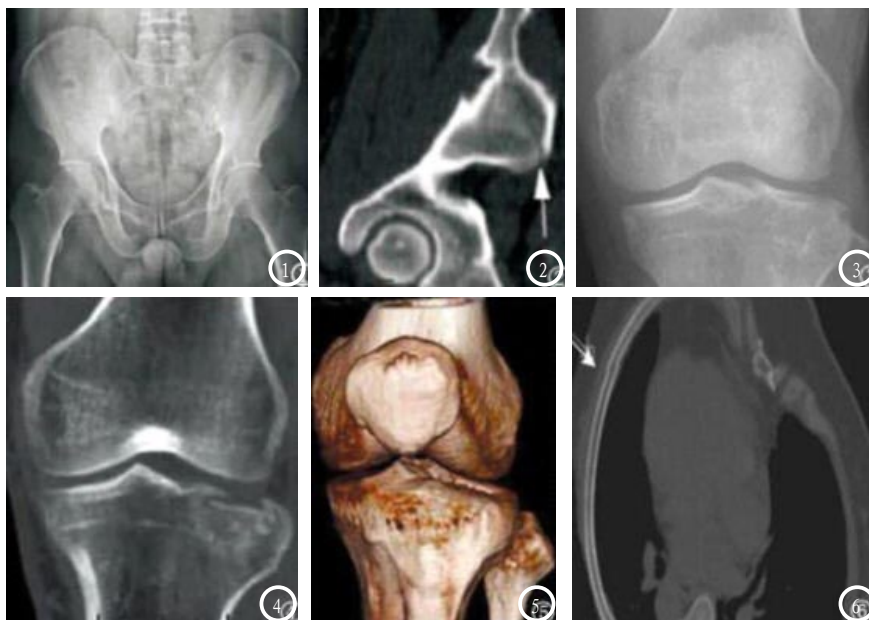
患者男, 41岁。图1 骨盆X平片未见骨折。图2 MPR矢状面图像清晰显示骨折线(白箭), 诊断为右髂骨线性骨折; 图3-5: 患者女, 36岁, 图3 X线平片左膝关节未见异常。图4 MIP图像立体显示左侧胫骨平台局部塌陷, 层次感强。图5 VRT图像显示左侧胫骨平台局部塌陷, 立体感强; 图6 患者男, 39岁, 曲面重建CPR图像显示左第6肋骨折, 肋骨整体感强。
